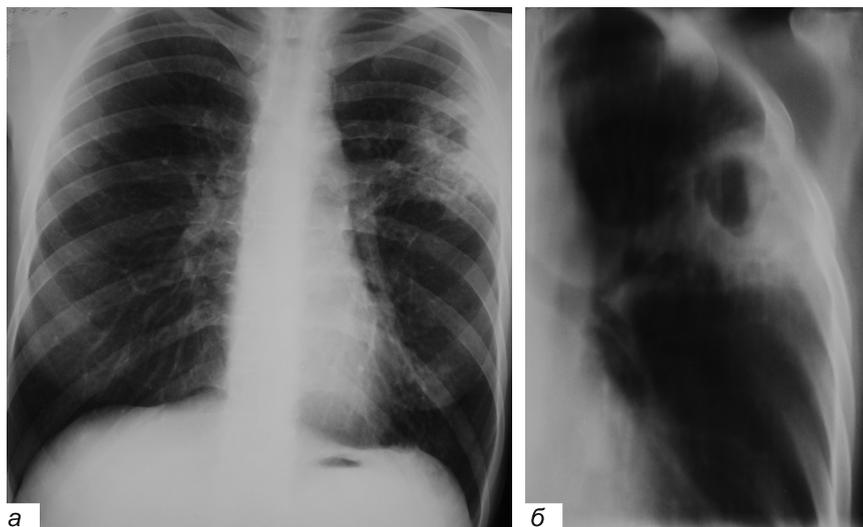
Обзорная рентгенограмма пациента Б. — а; томограмма левого легкого — б.
